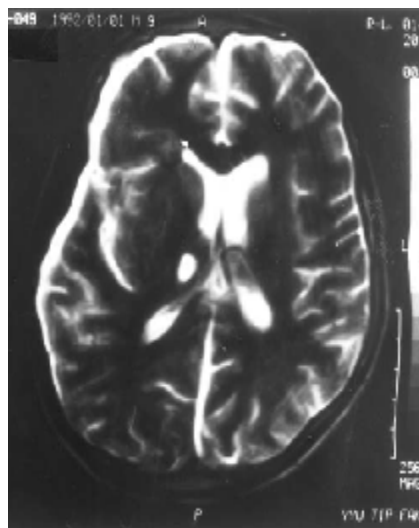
IRM cérébrale en T2 qui montre un hypersignal au niveau du thalamus droit avec un épanchement sous dural minime [63].
